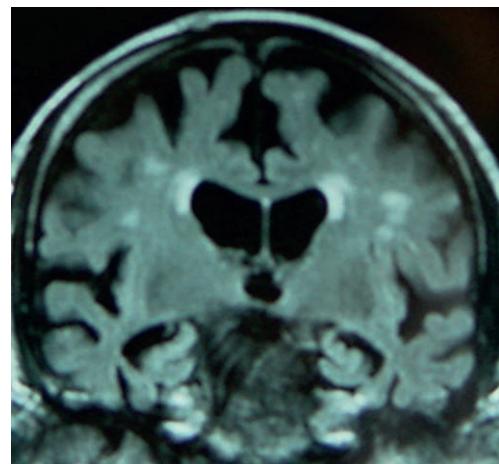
A Atrophie hippocampique, néocorticale diffuse et leucoencéphalopathie vasculaire modérée en séquence IRM FLAIR, coupe coronale. Compatible avec le diagnostic de maladie d'Alzheimer à composante cérébrovasculaire.
